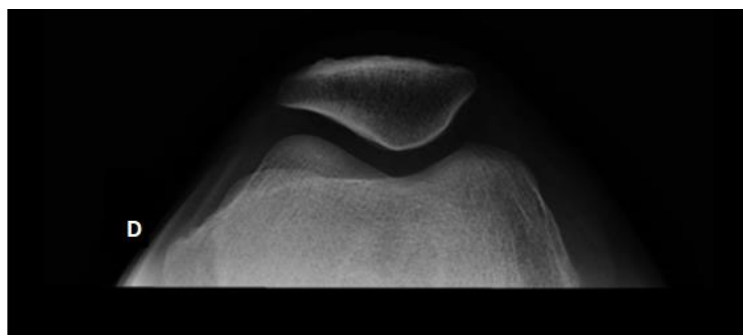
Radiografia do paciente P5, joelho direito (D), com posicionamento de incidência axial da patela.
